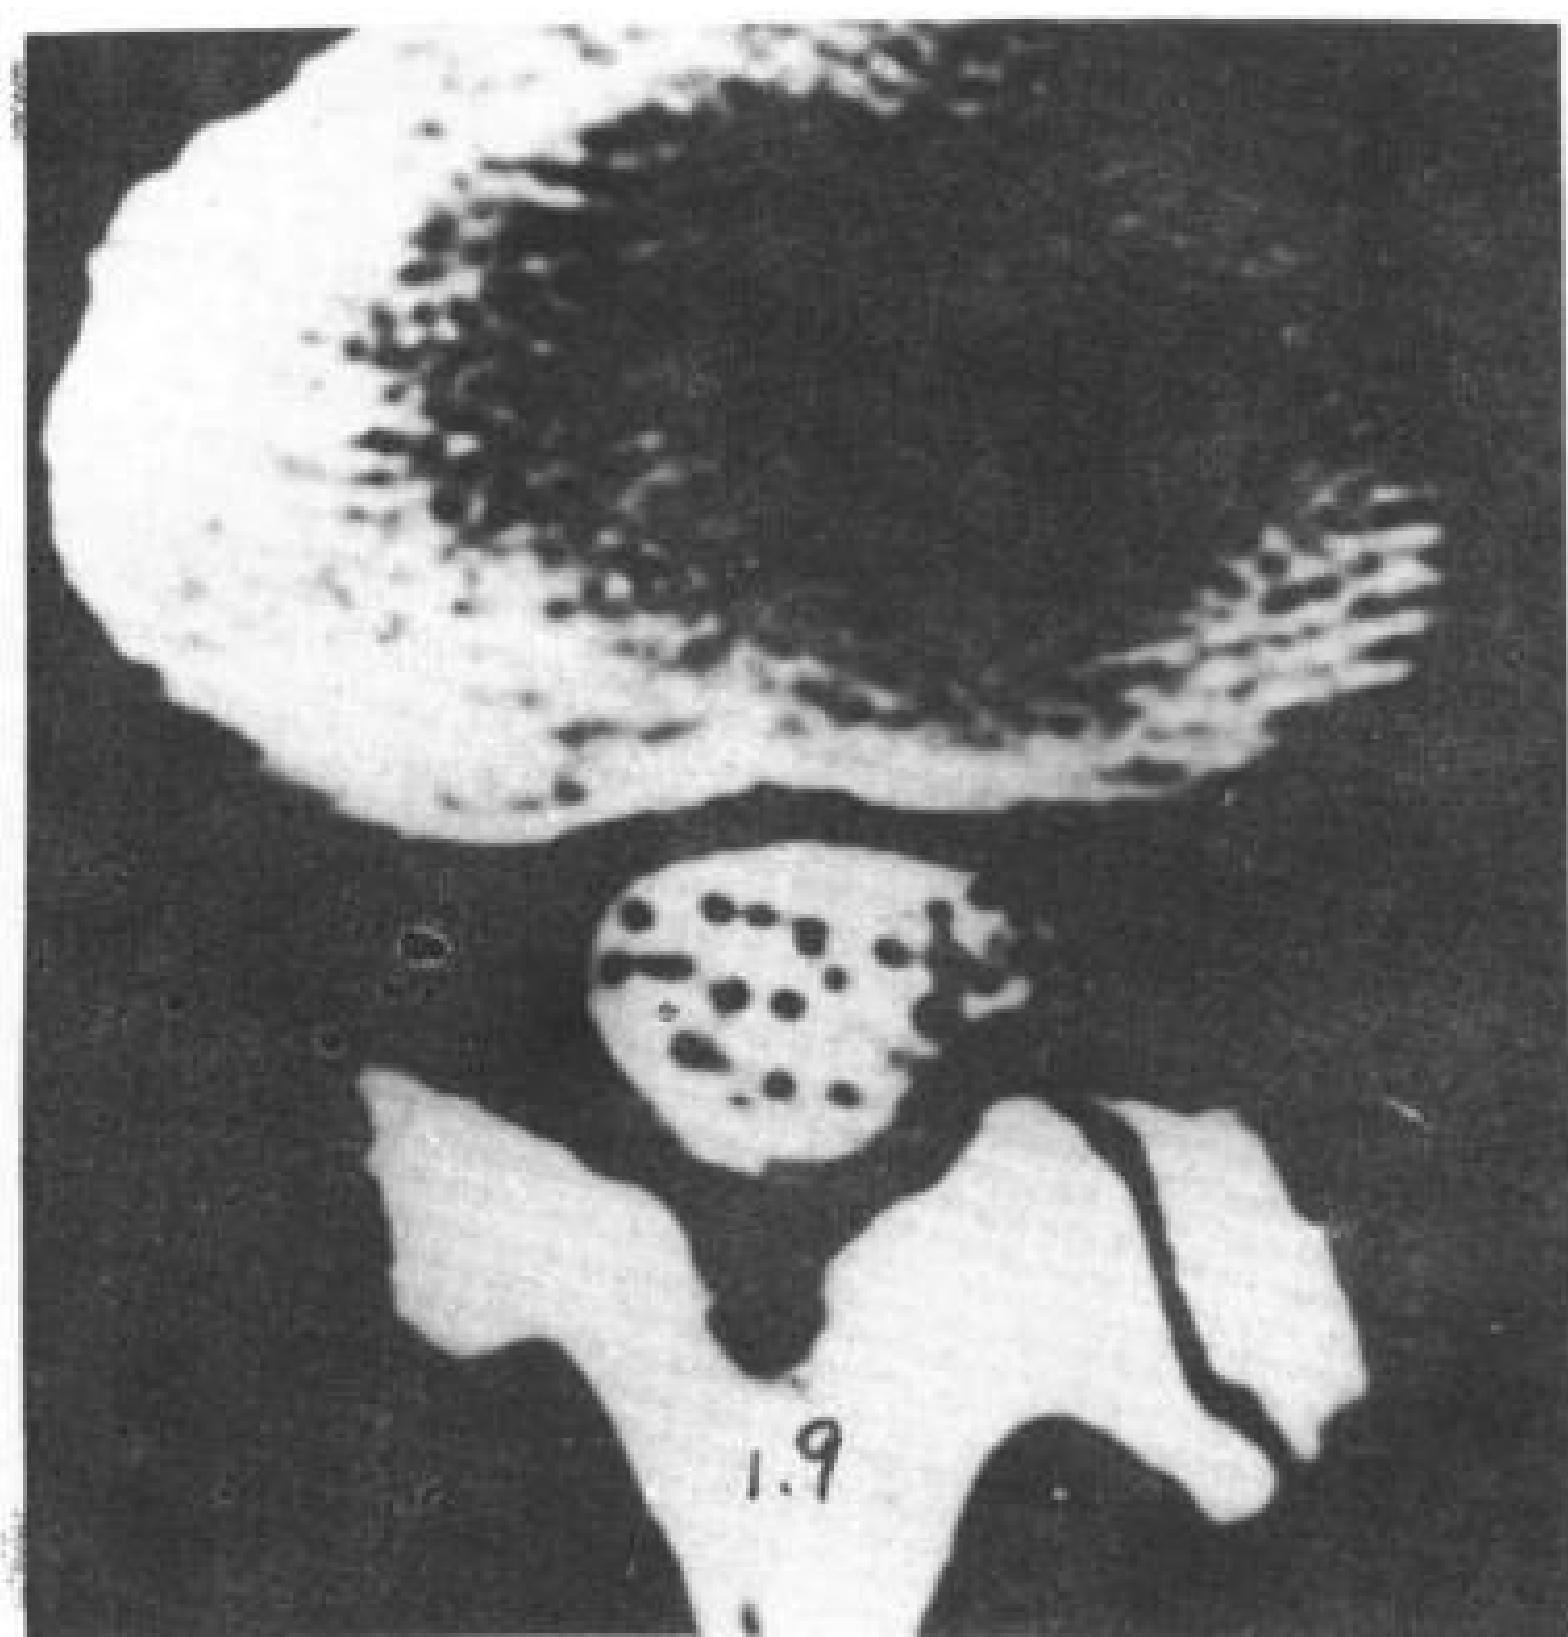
上部腰椎用非离子型造影剂高分辨力 CT 扫描骨窗观察，见硬膜囊内的神经，和小关节骨刺伸向硬膜囊。
